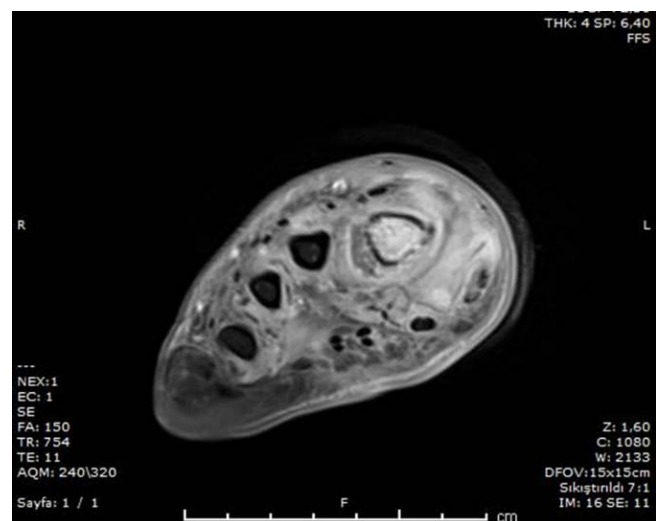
Axial T1 In weighted MR images, signal changes reflecting the proximal phalanx of the first finger and osteomyelitis in the first metatarsal bone, an abscess formation of approximately 22x19 mm fistulized to the skin at the level of the first metatarsopharyngeal joint, and diffuse signal increases reflecting edema-inflammation in the surrounding soft tissue
